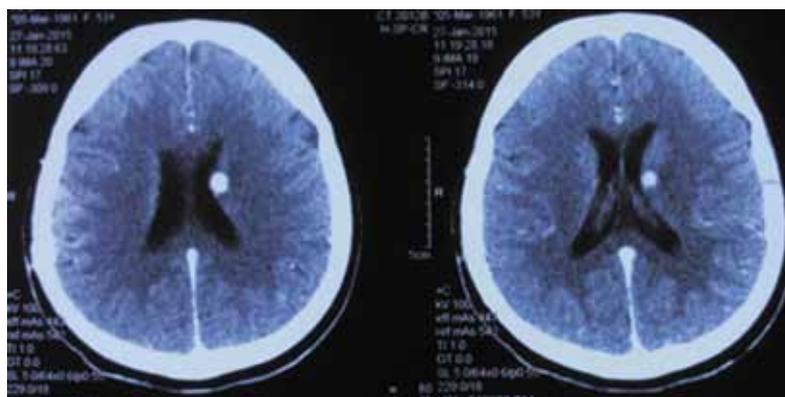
СКТ головного мозга через 2 мес. после первой операции
